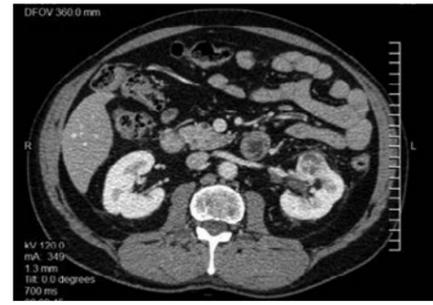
КТ органов брюшной полости до (2011 г.) и после (2014 г.) лечения сунитинибом
